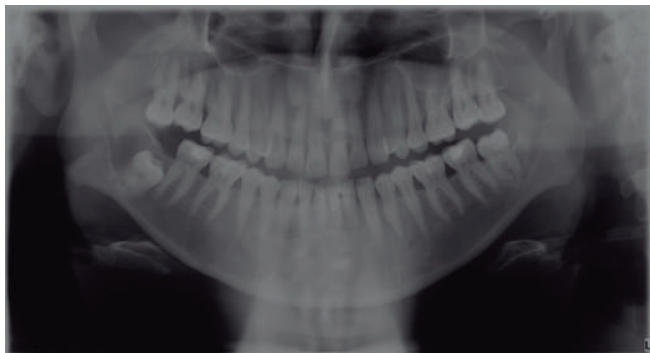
Radiografía panorámica cuando se pesquiza la lesión. Se observa extensa área radiolúcida, con márgenes netos, asociado a un tercer molar incluido.
